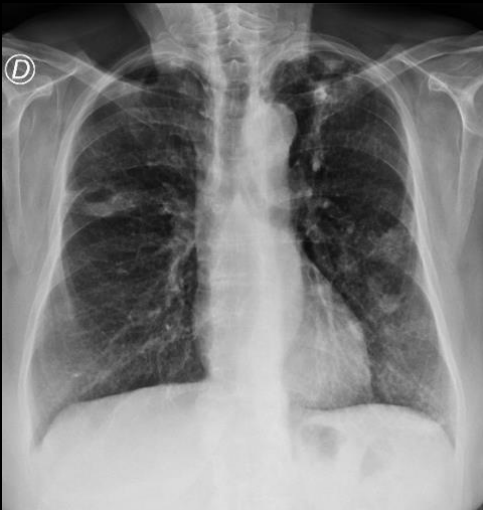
A) Rx de tórax: Imágenes nodulares cavitadas en ambos lóbulos superiores. B) TC de tórax, corte coronal con ventana parenquimatosa. Nódulos con cavitación central en ambos lóbulos superiores y ocupación de la pequeña vía en el LII.
